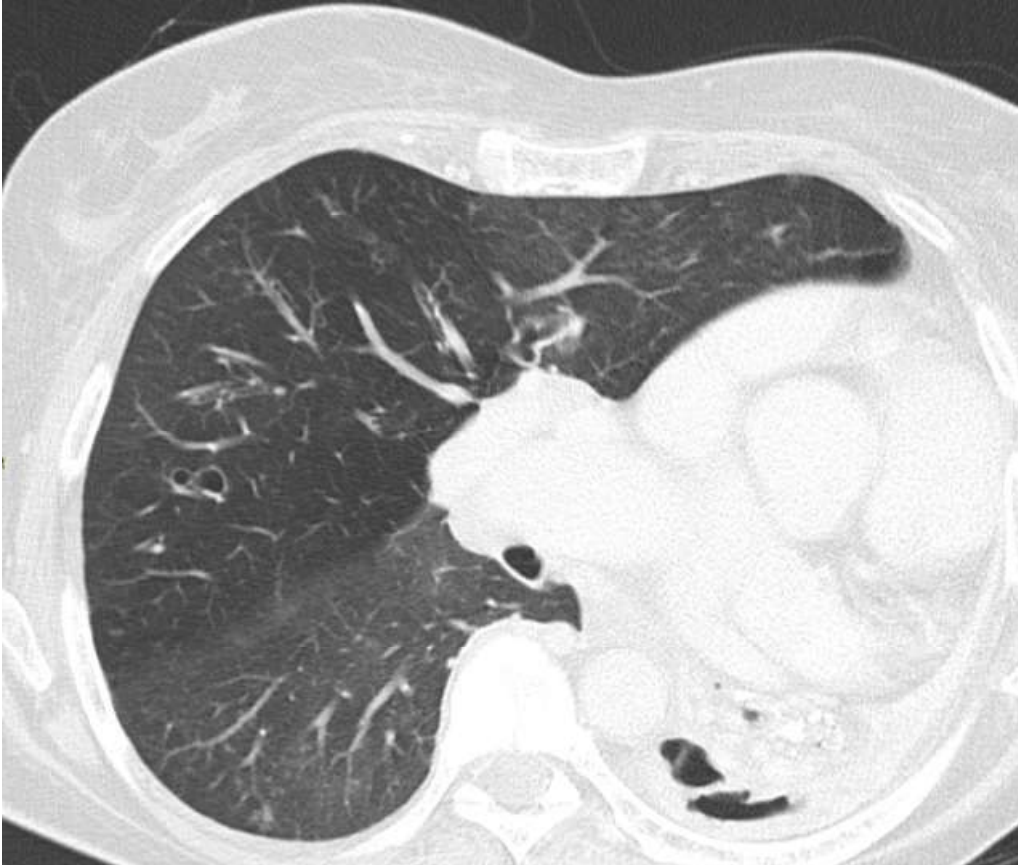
TC torácico (ventana pulmonar). Corte transversal.
